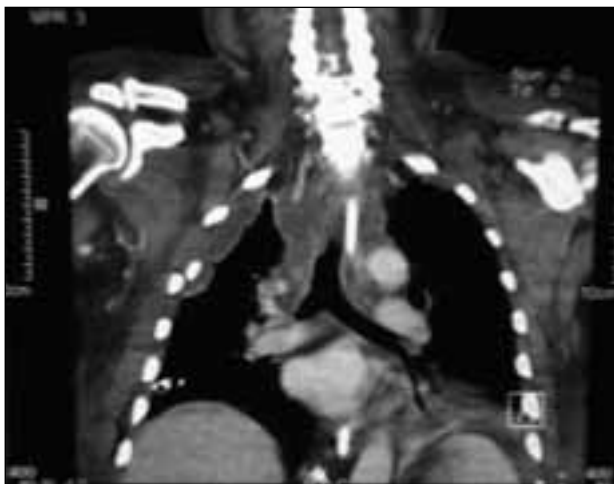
TC torace: presenza di raccolta mediastinica che si estende dal collo fino alla carena.
